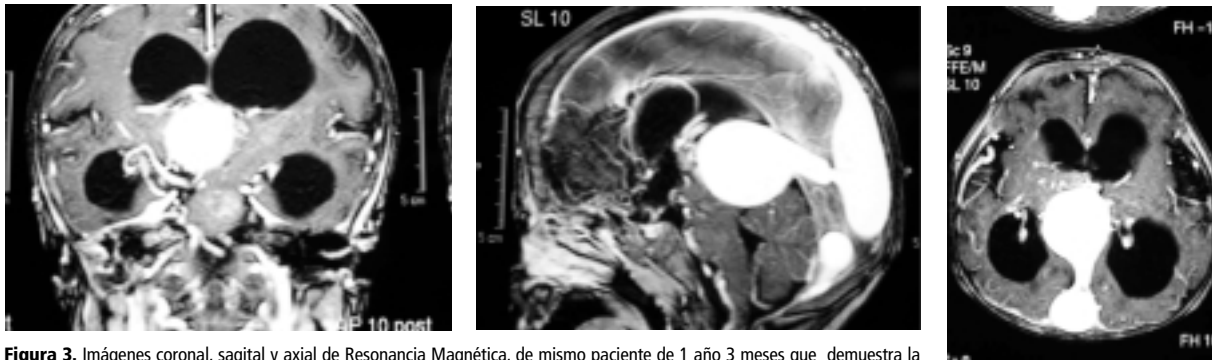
Imágenes coronal, sagital y axial de Resonancia Magnética, de mismo paciente de 1 año 3 meses que demuestra la lesión y la dilatación venosa con drenaje venoso hacia el seno recto con mejor detalle.
